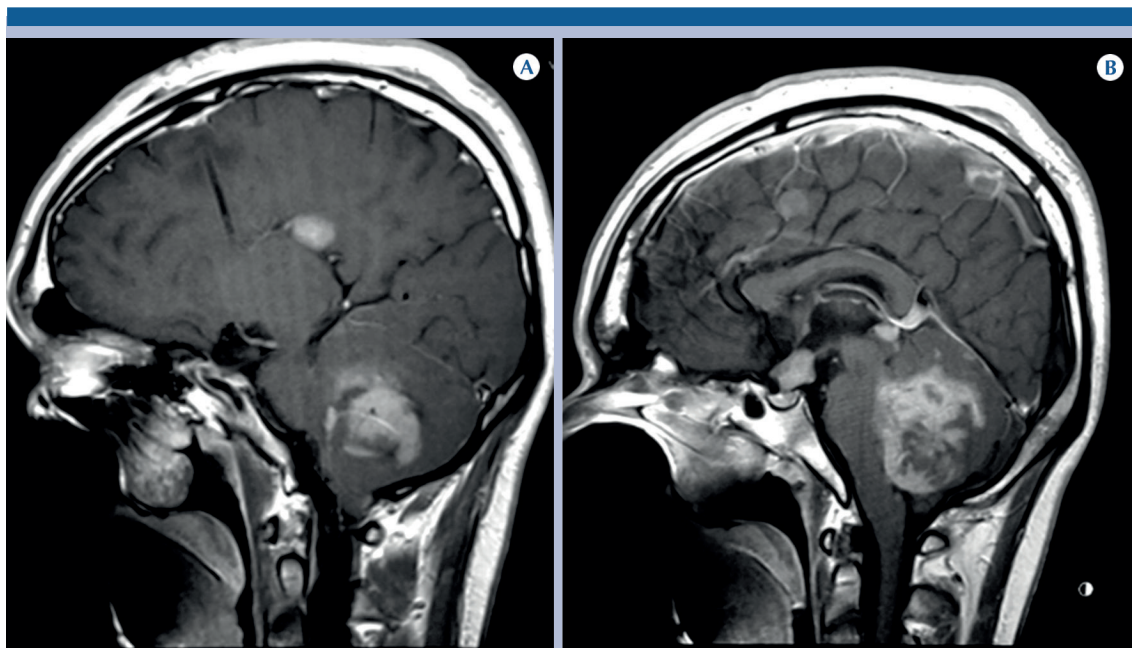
Masculino de 27 años de edad. Resonancia magnética de cráneo. Secuencias T1 contrastadas en plano sagital. A) Lesión heterogénea infratentorial que muestra realce intenso heterogéneo al paso del medio de contraste. Se identifica realce paquimeníngeo y lesión satélite con realce heterogéneo supratentorial subaracnoideo. B) Múltiples lesiones de similares características en espacio subaracnoideo de región parietal, a la altura del infundíbulo selar y en la topografía de la glándula pineal. El diagnóstico histopatológico fue de meduloblastoma clásico con extensión supratentorial.
